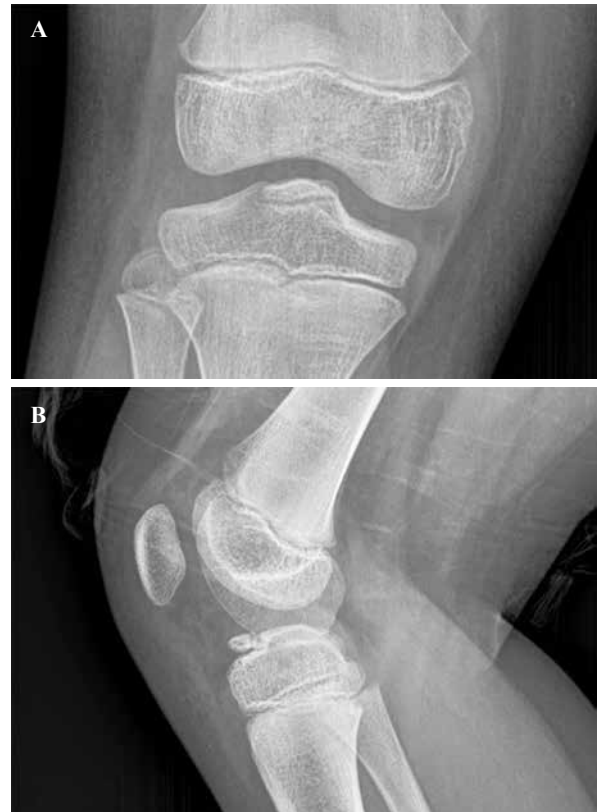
Radiografías a los siete años.
